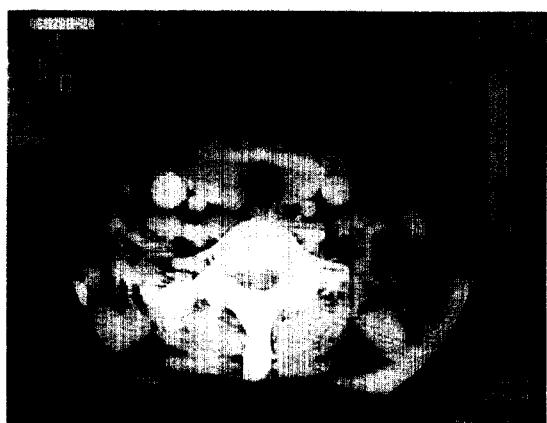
Neck CT showing parathyroid mass compressing right lobe of thyroid gland.
